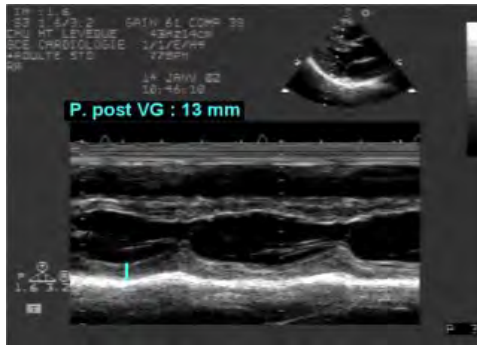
échographie TM échographie BD
